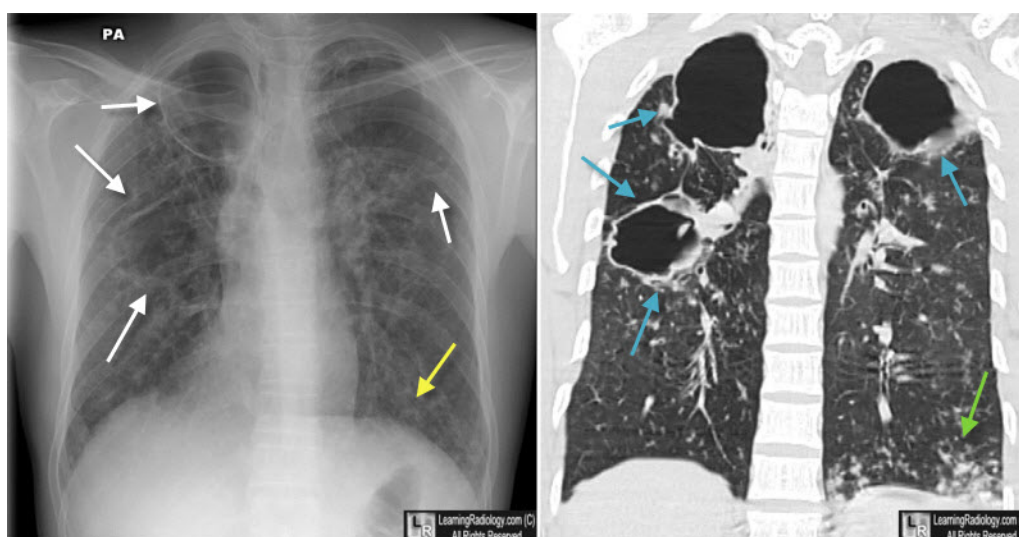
a sinistra: radiografia del torace che evidenzia caverne polmonari ai campi medio-apicali bilateralmente (freccie bianche) e coinvolgimento dello spazio aereo a livello della base destra (freccia gialla); a destra: TC coronale che evidenzia le caverne polmonari ai campi medio-apicali bilateralmente (freccie blu) e segni di consolidamento alla base sinistra (freccia verde). Sono visibili bilateramente addensamenti nodulari diffusi su tutti i campi.³⁰
